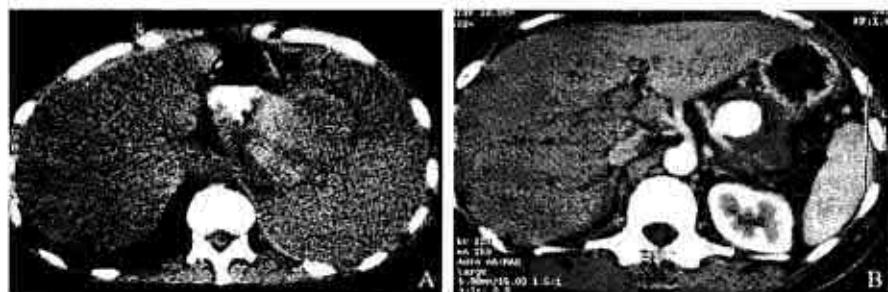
Tomografia computerizată a pseudoanevrismelor pancreatice
